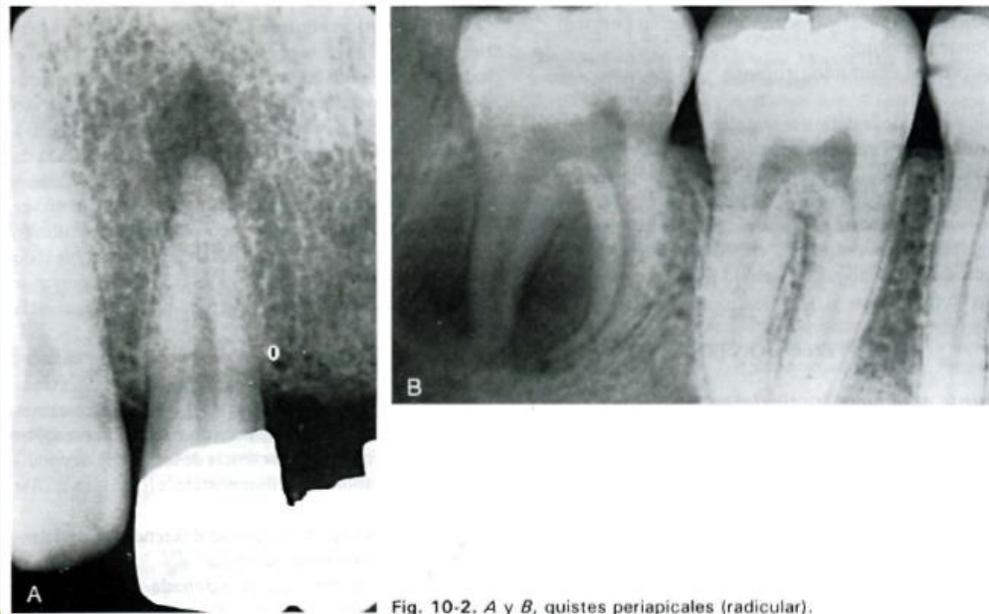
A y B, quistes periapicales (radicular).
